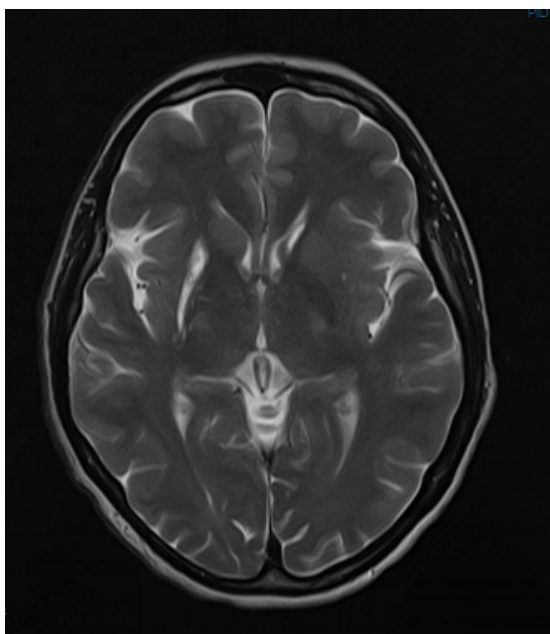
МР томограмма головного мозга пациентки 3. Увеличен уровень интенсивности сигнала в T2 режиме в области подкорковых ядер правого полушария.
